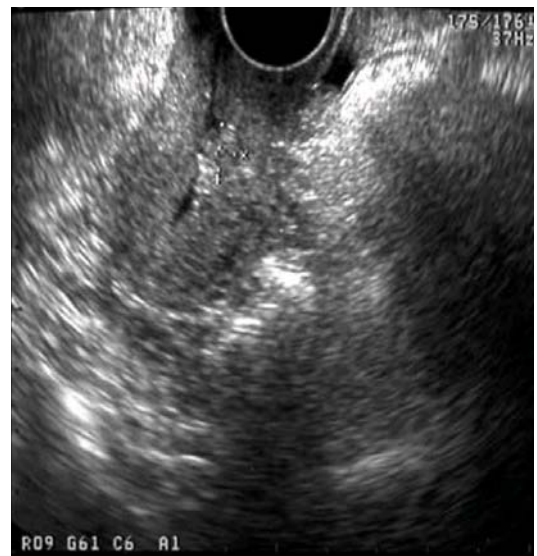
Transvaginal ultrasonogram showing placental tissue much decreased in size to less than $1 \times 1 \text{ cm}^2$ at 10 weeks following uterine artery embolization and methotrexate.
